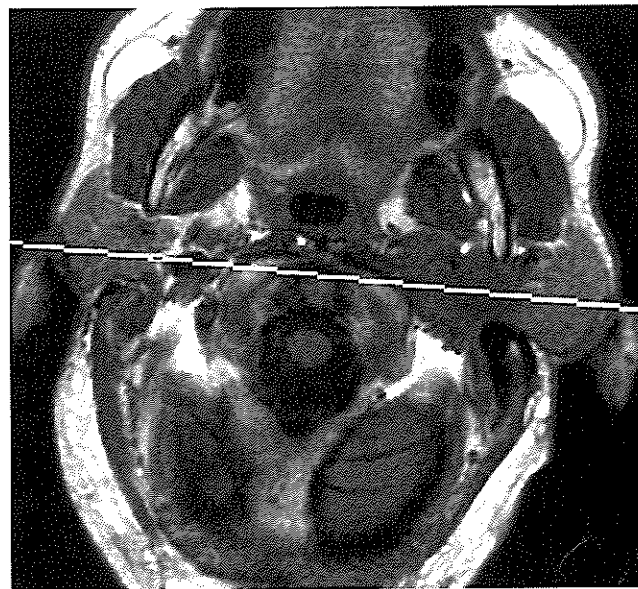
RMN de glándula parotídea en la que se observa con nitidez la tumoración en lado izquierdo.
